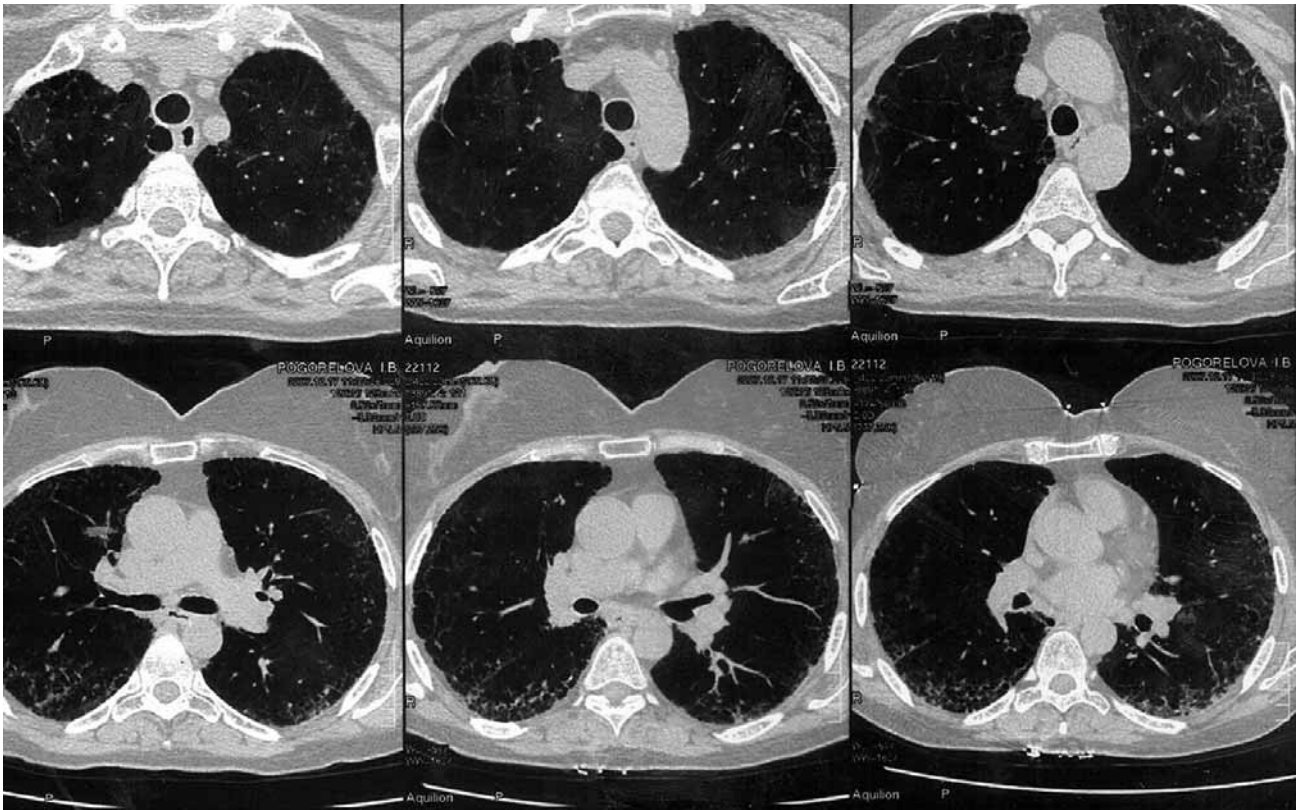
МСКТ органов грудной клетки больной И.В.П.
